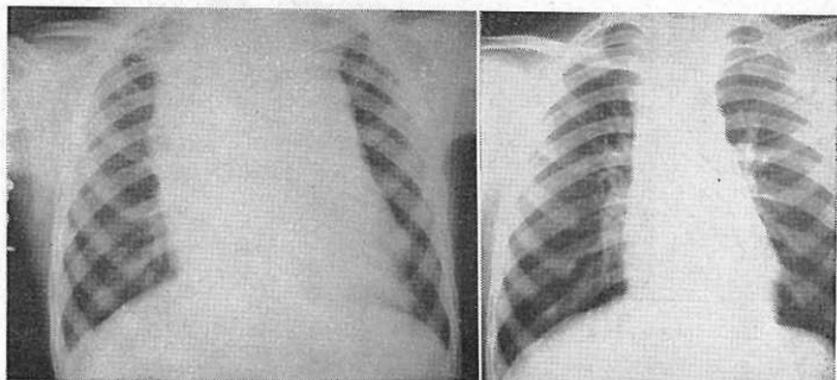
Radiografías del mismo caso de la fig. 6, (Dic. 12, 60) antes y después del tratamiento (Enero 11, 61).
